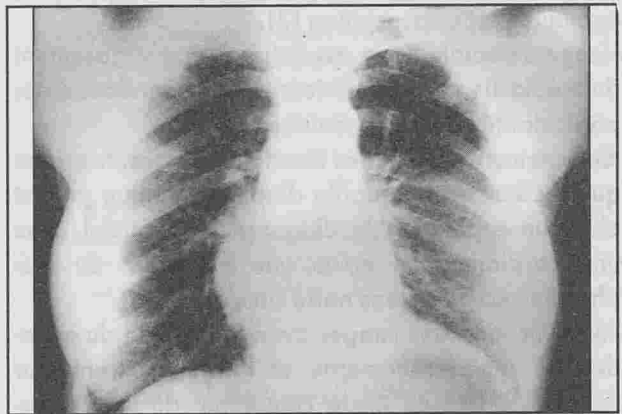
Radiographie thoracique post-opératoire normale.
